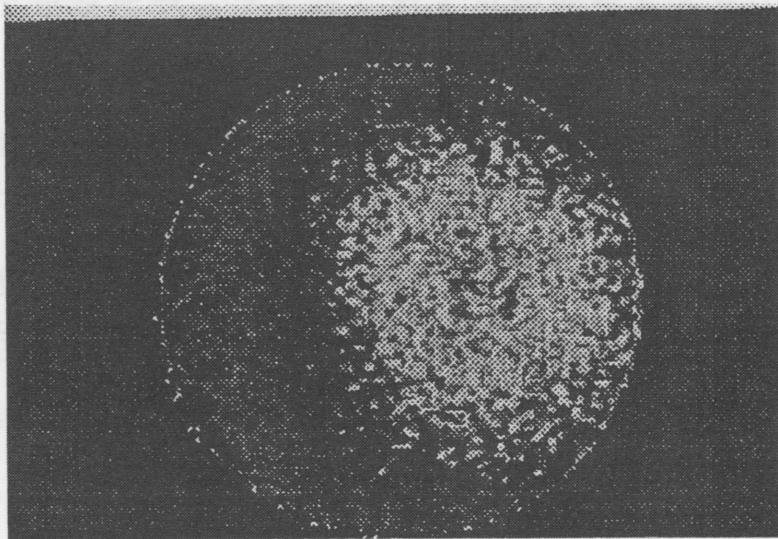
拡散係数MRIを用いた無侵襲温度測定で得たファントムモデル断面の温度マップ (Le Bihan, 1993<sup>25)</sup>. より引用)
